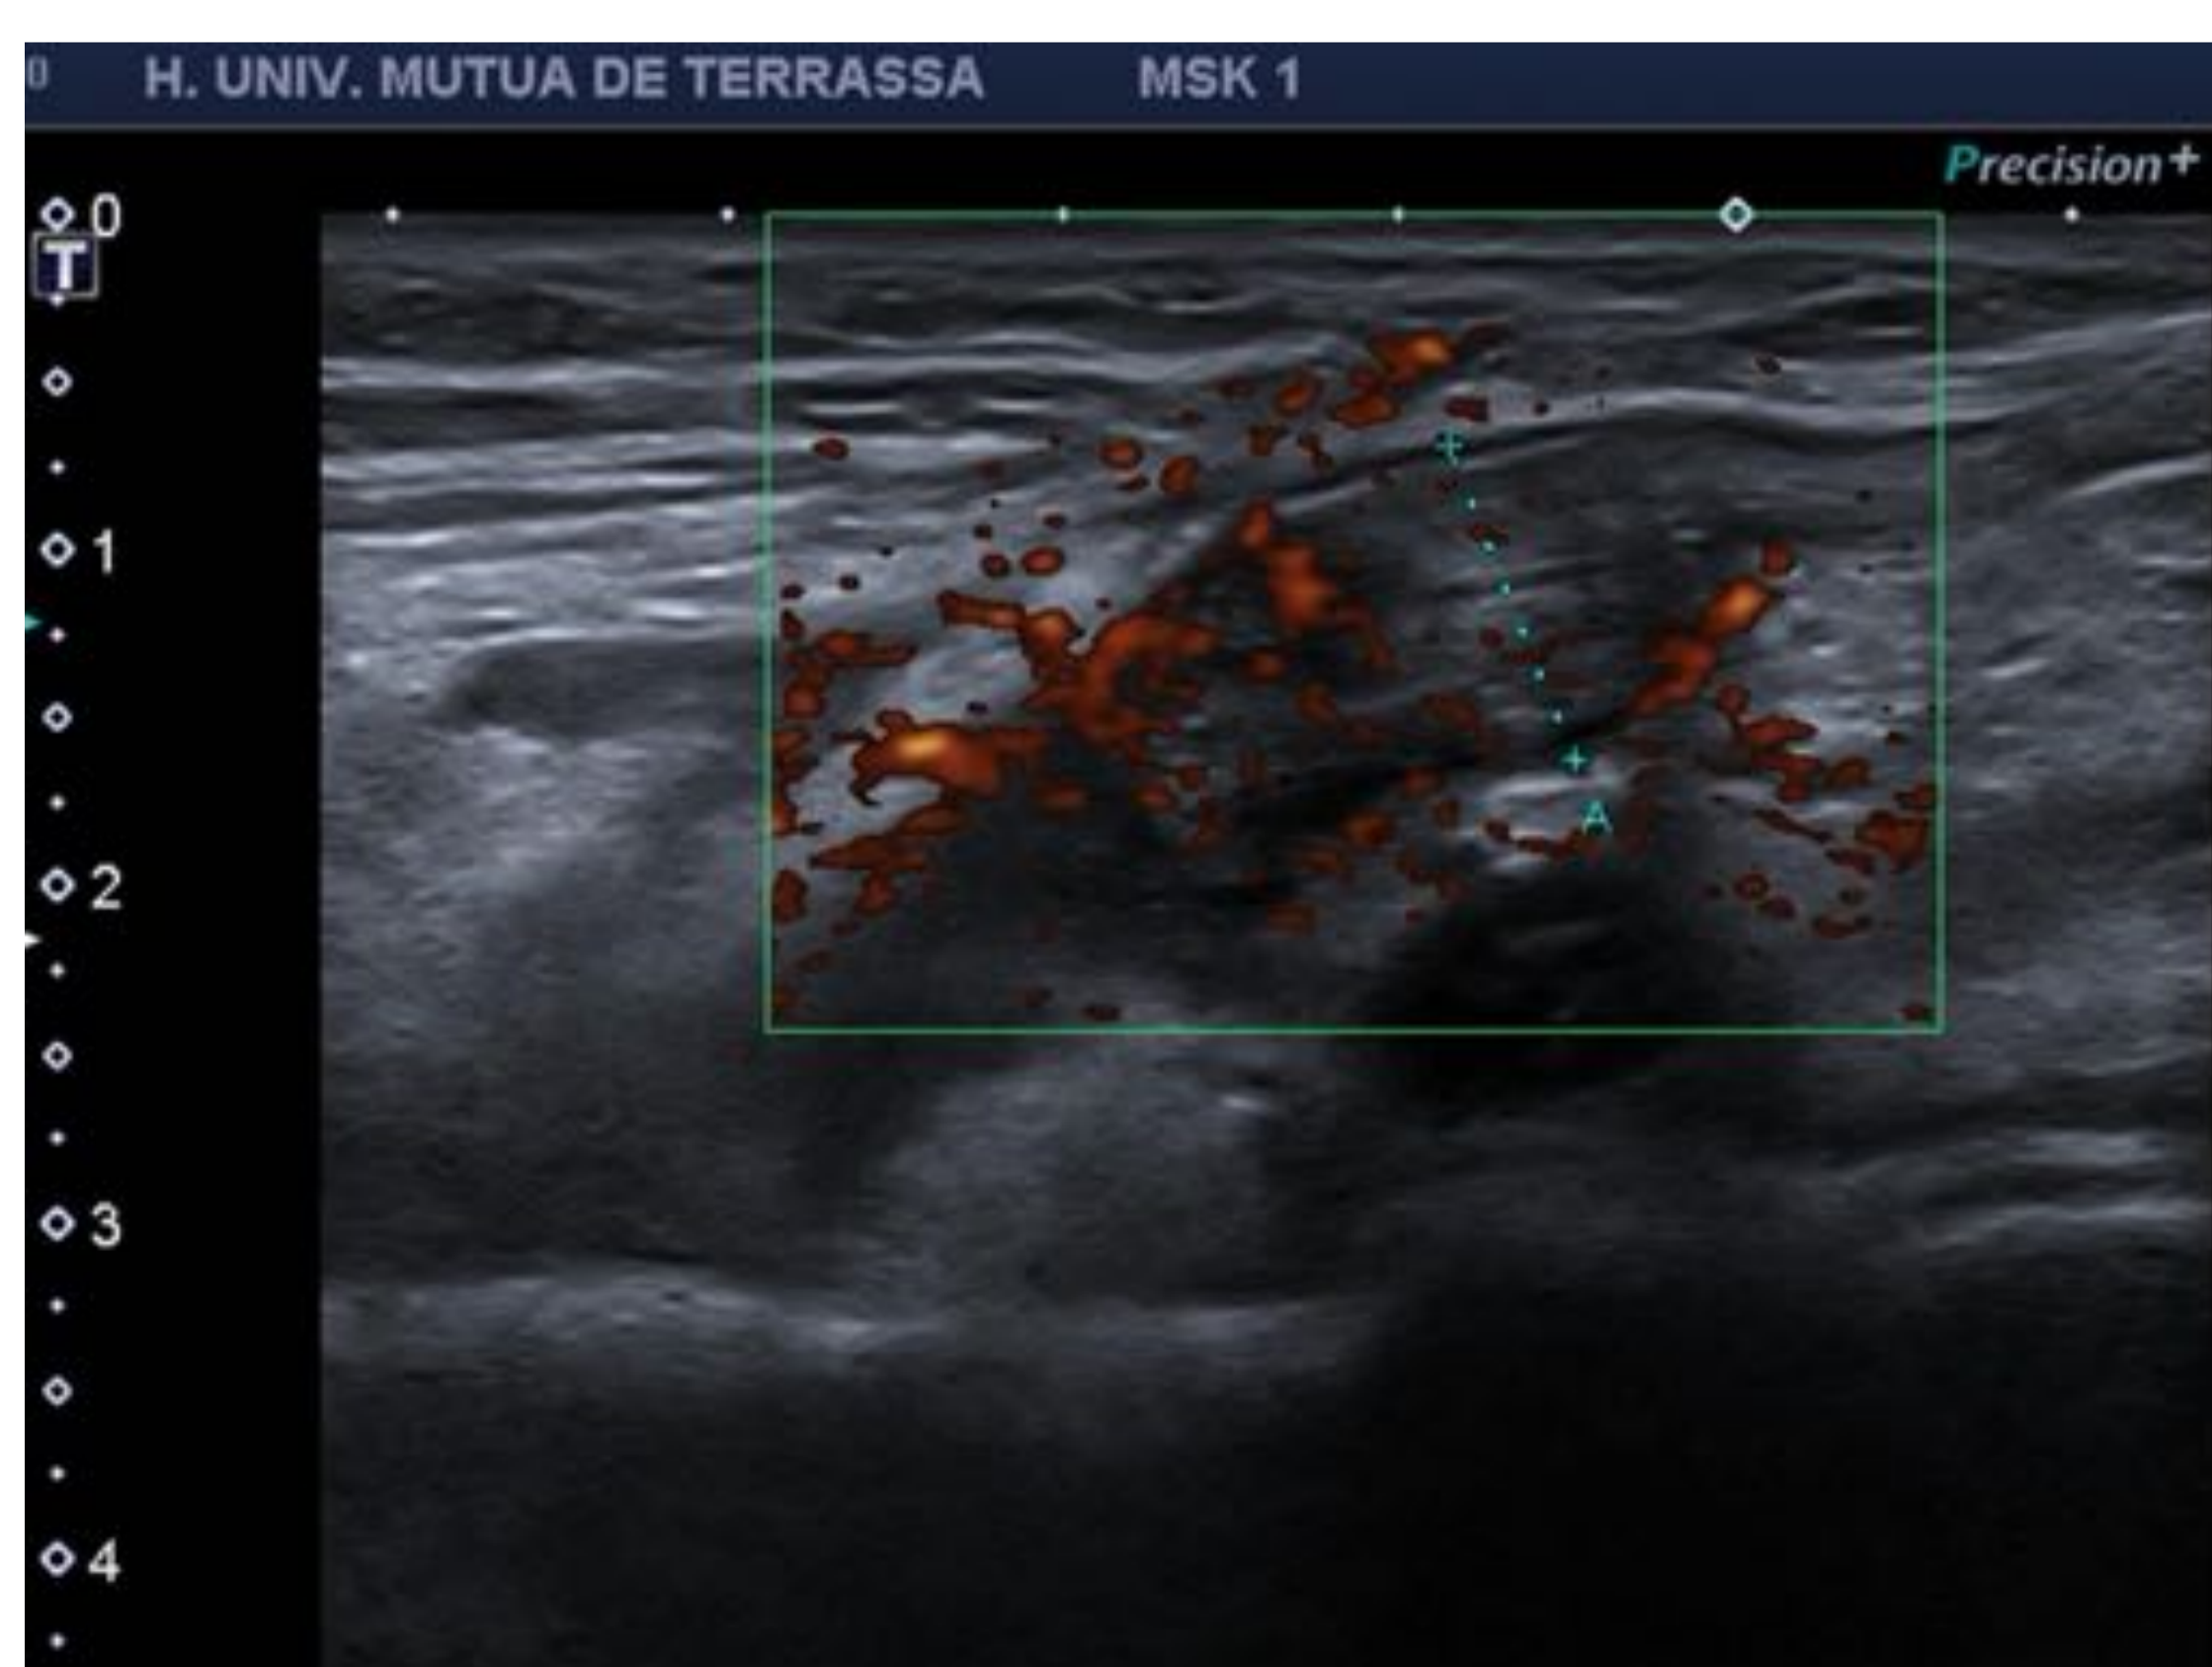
Corte sagital ecográfico de la fosa ante cubital, se observa engrosamiento con heterogenicidad y aumento de la señal Doppler del tendón distal del bíceps, compatible con rotura completa.
